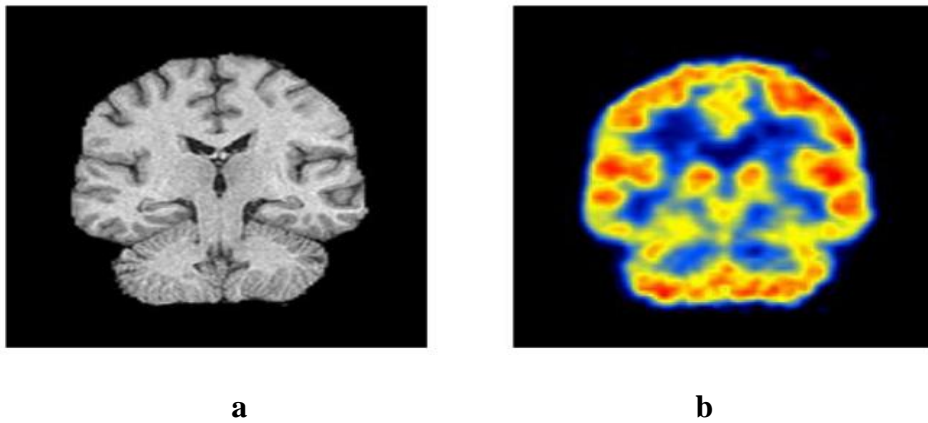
couple(G) utilisé pour la détermination de type d'ondelettes, (a) IRM, (b) PET
